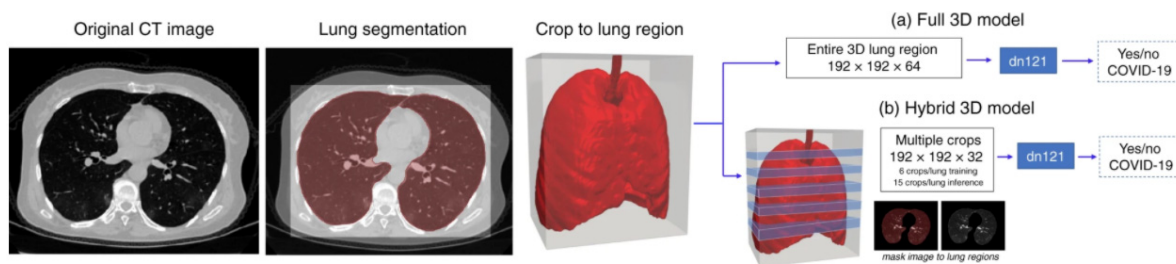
알고리즘 입력을 위한 3D CT 이미지 분류[25]
